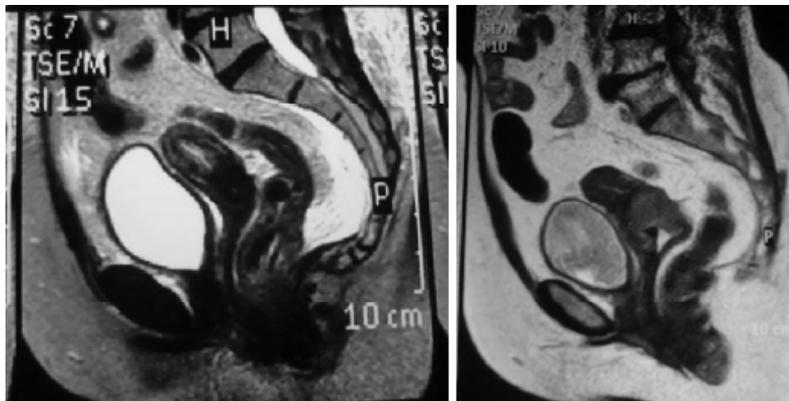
resonancias magnéticas pélvicas que muestran dos carcinomas de cuello uterino avanzado con compromiso parametrial y vaginal.
